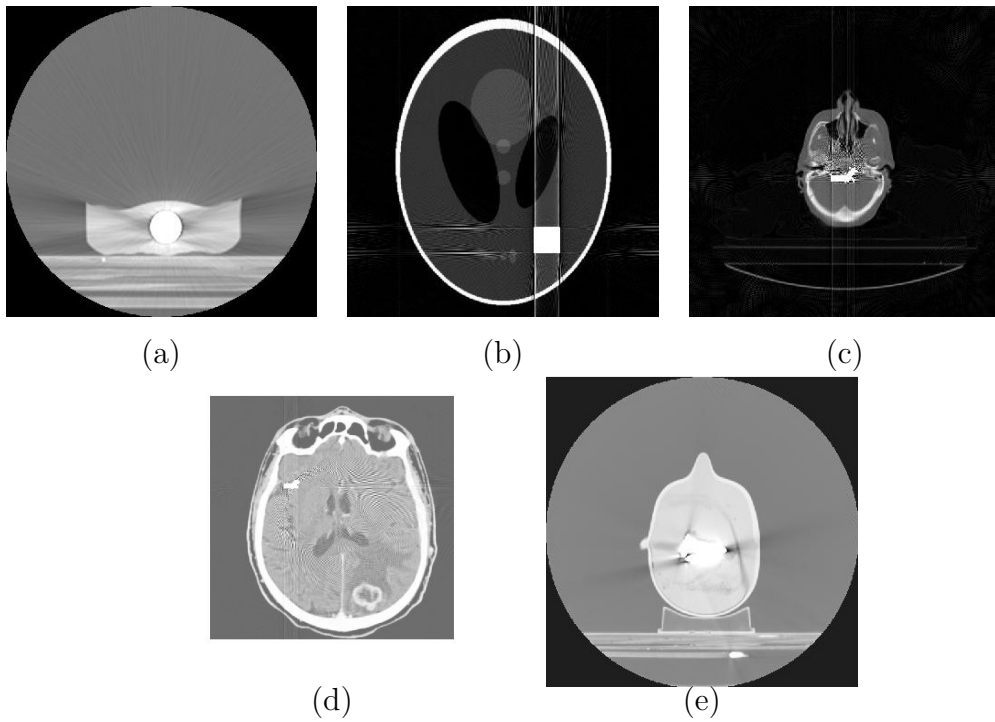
Imagens utilizadas e os respectivos testes realizados. (a) Imagem tomográfica do fantoma de parafina homogêneo, teste: visual; (b) Imagem reconstruída por retroprojeção do fantoma Shepp Logan, testes: visual, valor eficaz e relação sinal ruído; (c) Imagem de CT real de cabeça 1, testes: visual, valor eficaz e relação sinal ruído; (d) Imagem de CT real de cabeça 2, teste: visual; (e) Imagem de CT do fantoma de heterogêneo 2, testes: visual, valor eficaz e relação sinal ruído.
